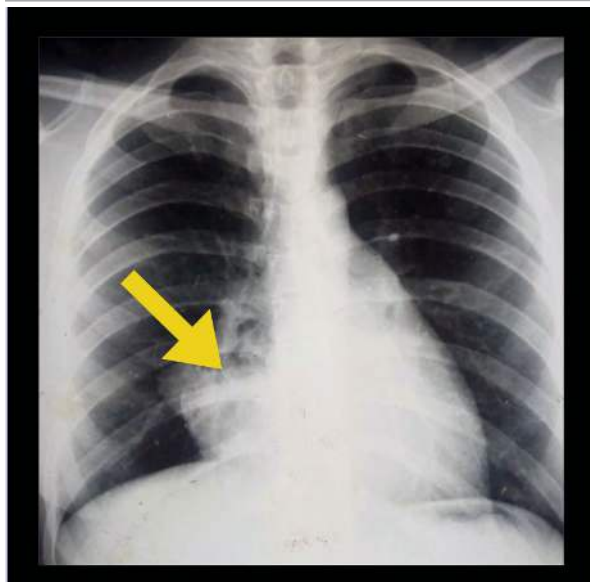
Radiografía de tórax. Imagen radio opaca
